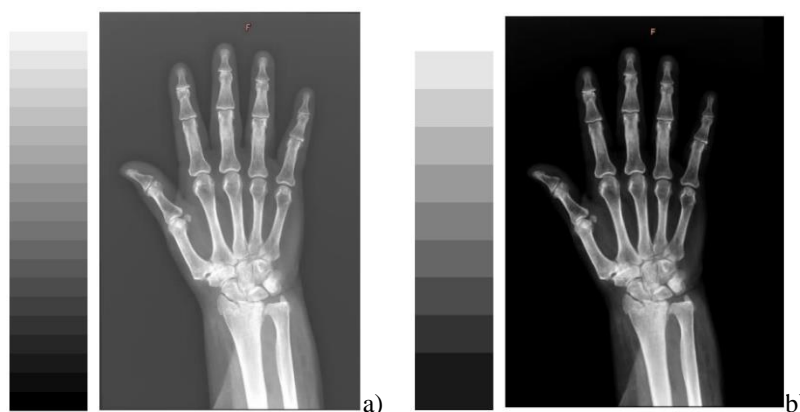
Radiografia da mão direita mostrada em a) com baixo nível de contraste da imagem (número grande tons de cinza) e em b) com alto nível de contraste (poucos tons de cinza): Fonte: Marcel Zago Botelho.
